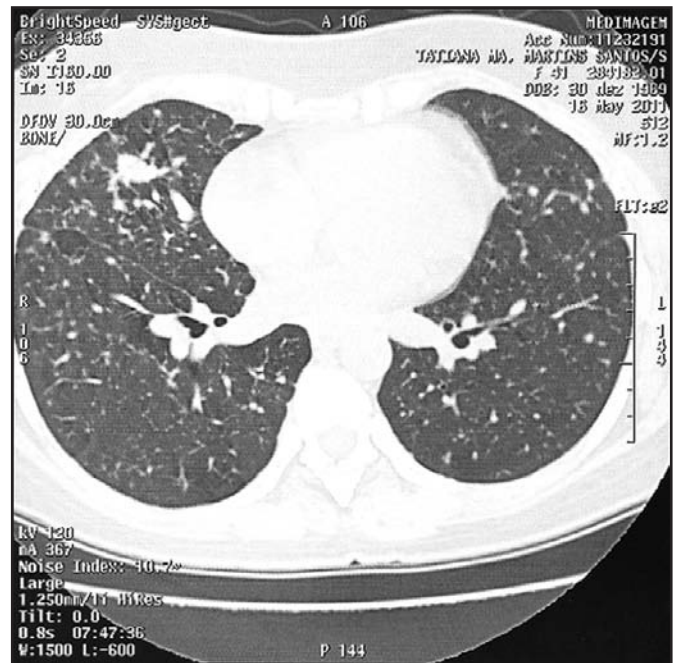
Corte axial de tomografia computadorizada realizada em 2011 que evidencia múltiplos nódulos sólidos difusos pelos campos pulmonares, acenadamente em pulmão direito.
